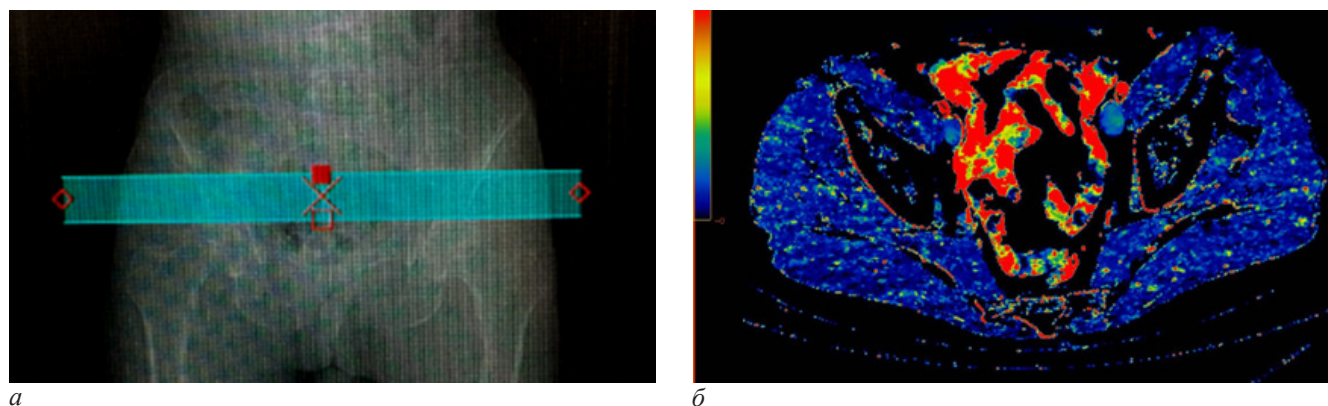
Вид сканограммы таза и карты скорости кровотока при выполнении перфузионной томографии таза: *а* – сканограмма таза; *б* – карта скорости кровотока
